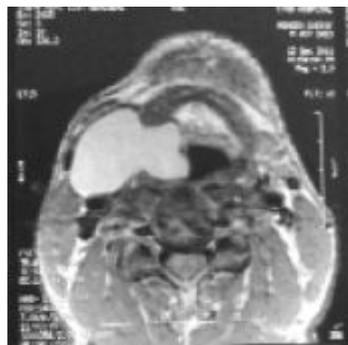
IRM du larynx T1 en coupe axiale montrant une laryngocèle mixte.
